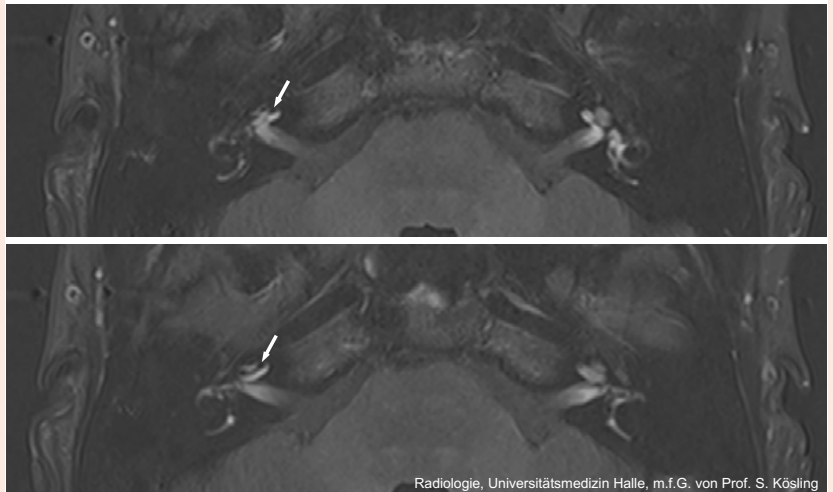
Vergrößerung des Endolymphraumes in der Schnecke rechts. Man sieht im MRT-Bild nach der Gabe von Gadolinium (Pfeil), dass der vergrößerte (schwarz erscheinende) Endolymphraum im Schneckenanteil (Cochlea) die Flüssigkeitsmenge der Perilymphe (weiß) verdrängt. Auf der gegenüberliegenden Seite hingegen ist (weiß) der Perilymphraum vollständig erkennbar, das heißt, die Endolymph sind nicht gestaut. Wir danken Prof. Sabrina Kösling aus der Radiologie der Universität Halle für das Bild und HNO-Prof. Stefan Plontke (ebenfalls Universität Halle) für die klinische Einordnung.
